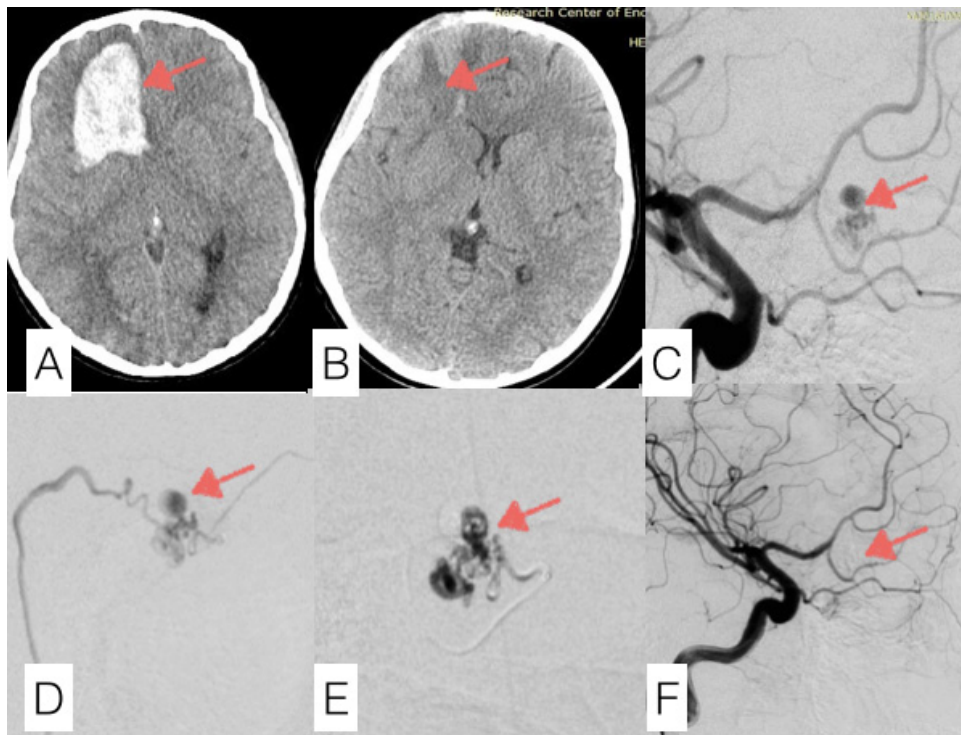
A 11-year-old male with acute onset of severe headache. Axial unenhanced computed tomography (CT) scan obtained at the time of the onset revealed intracerebral hemorrhage in right frontal lobe (arrow). Patient underwent hematoma evacuation at the local neurosurgical department with a great recovery (B). DSA in our center revealed right frontal AVM with associated aneurysm (arrow) (C). Feeding vessel was cannulated and intraoperative selective DSA showed arterial prenidial aneurysm (arrow) (D) AVM was embolized with n-butyl-2-cyanoacrylate (NBCA) (E). DSA after embolization showed total occlusion of AVM and aneurysm (F)
